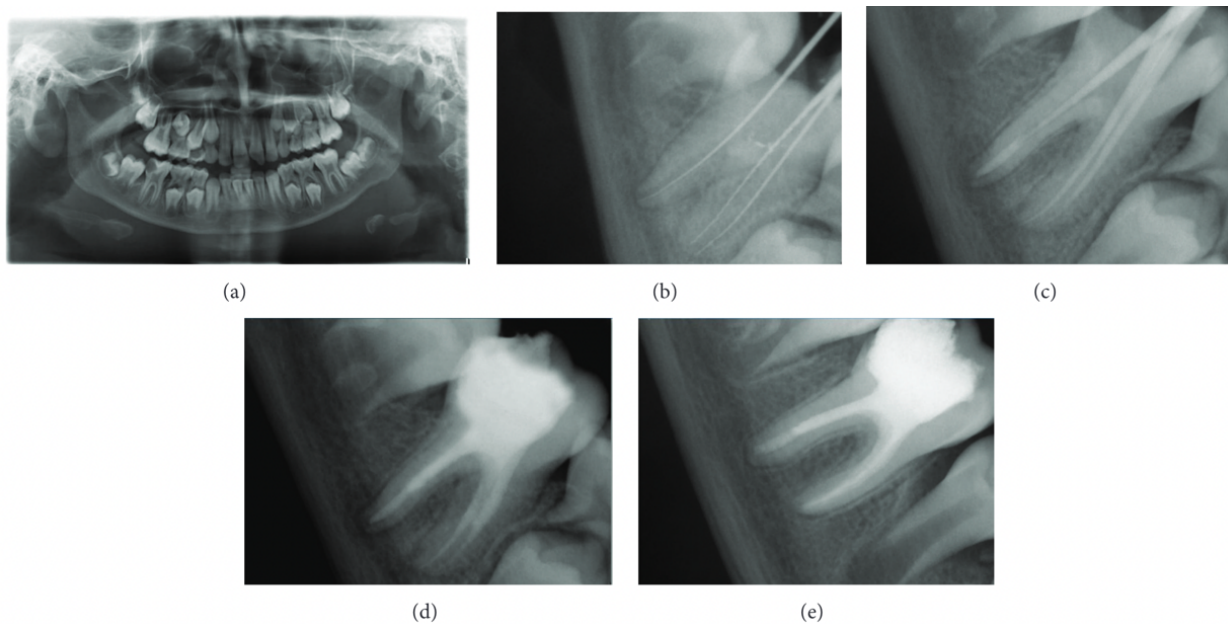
Radiographie d'un cas clinique d'apexification sur une PMP mandibulaire droite (48) (Kumar et al., 2014).
